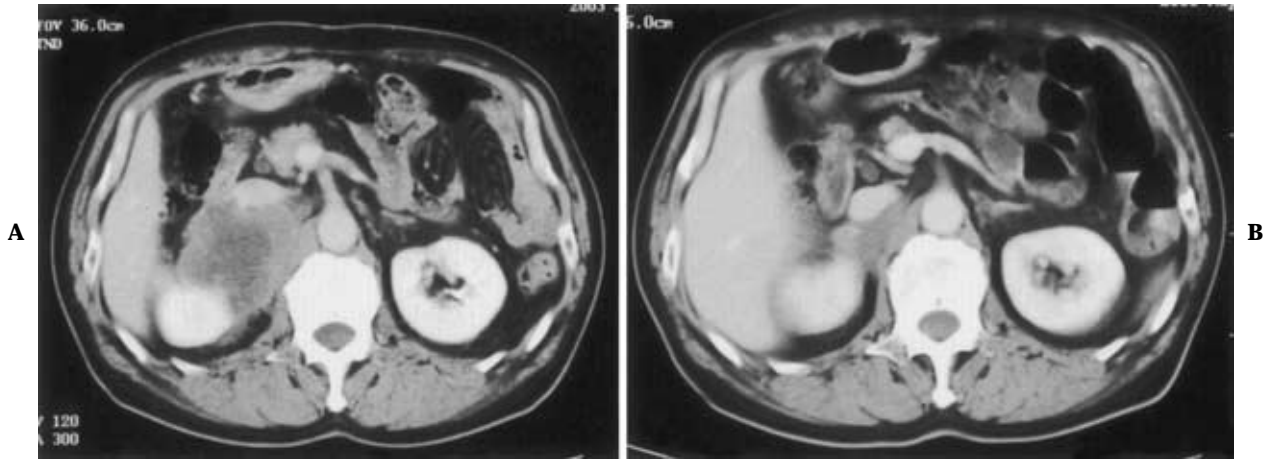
Abdominal CT scan revealed that the right adrenal gland metastasis was successfully reduced by chemotherapy. A. 31 January, 2003, before chemotherapy. B. 7 May, 2003, after four courses of chemotherapy.
